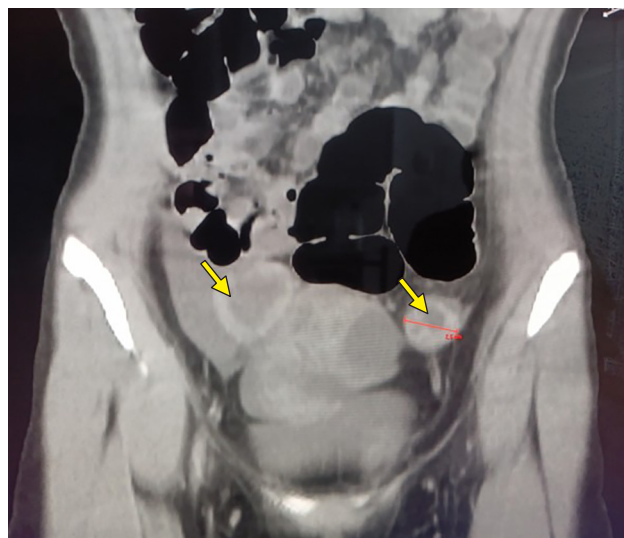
Tomografía pélvica que muestra lesión compleja sólido-quística en ovario derecho y lesión menor en ovario izquierdo, con desplazamiento de asas intestinales adyacentes. Las flechas señalan la extensión tumoral y localización de ambas lesiones.
